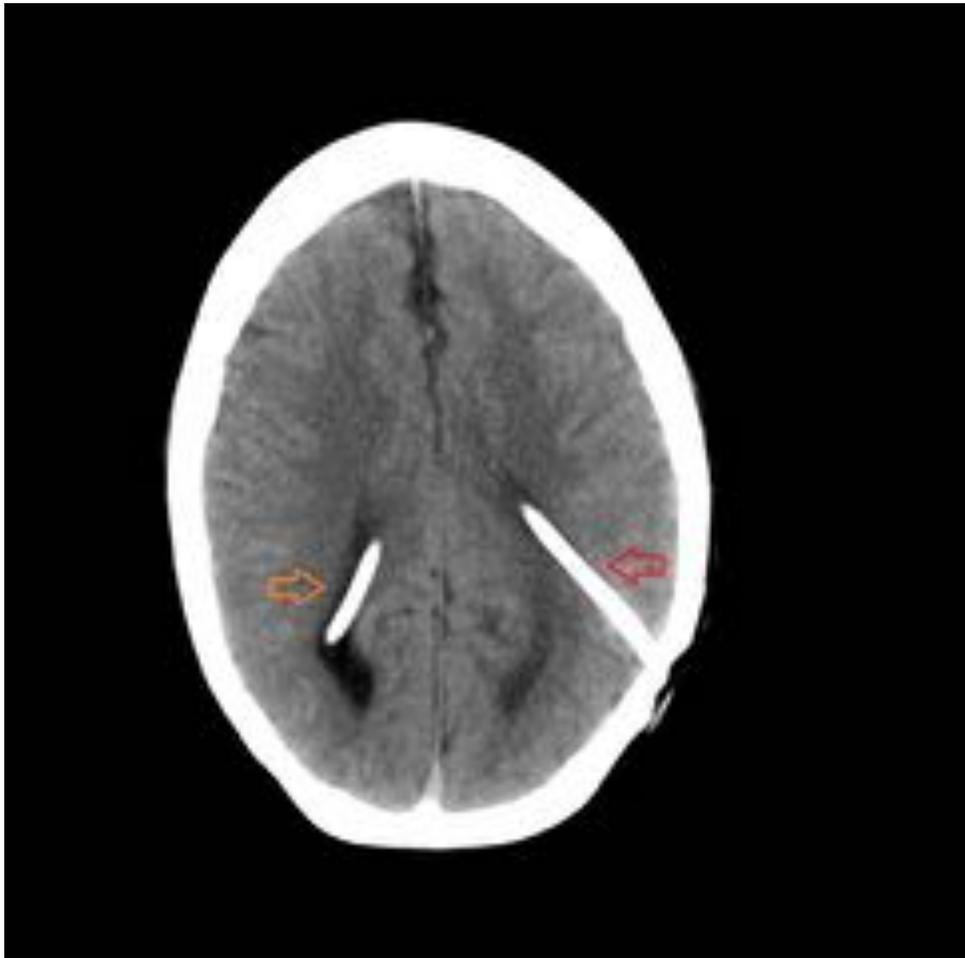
Mujer de 17 años, con doble sistema de derivación (ventriculoatrial y ventriculoperitoneal) por HCF perinatal secundaria a hemorragia intraventricular. CT craneal sin CIV en el que se observan los dos catéteres de derivación ventricular entrando en el parénquima cerebral a nivel del lóbulo parietal izquierdo (flecha roja) y derecho (flecha naranja) respectivamente.
